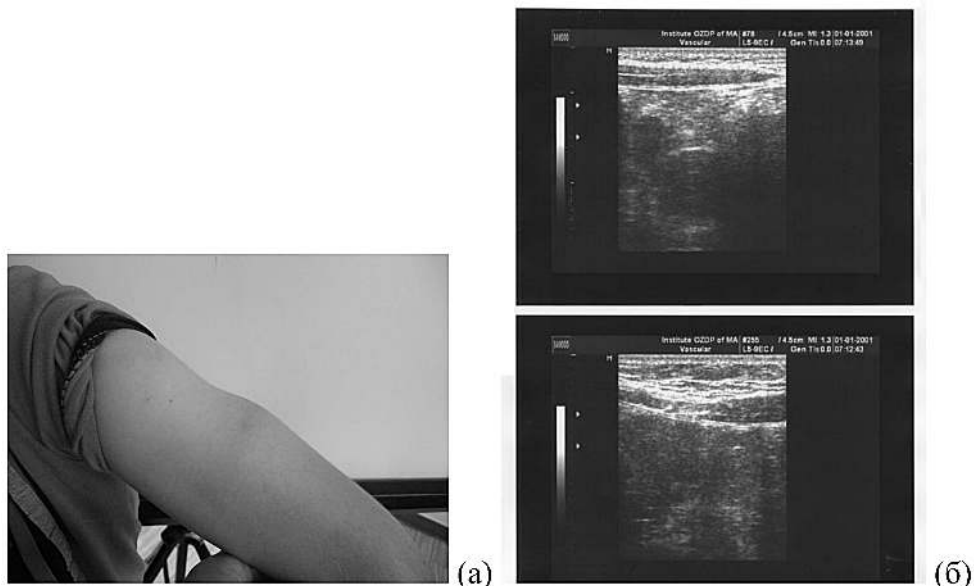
Смешанная (многослойная) форма ЛД, визуально (а) и по данным УЗИ (б).
